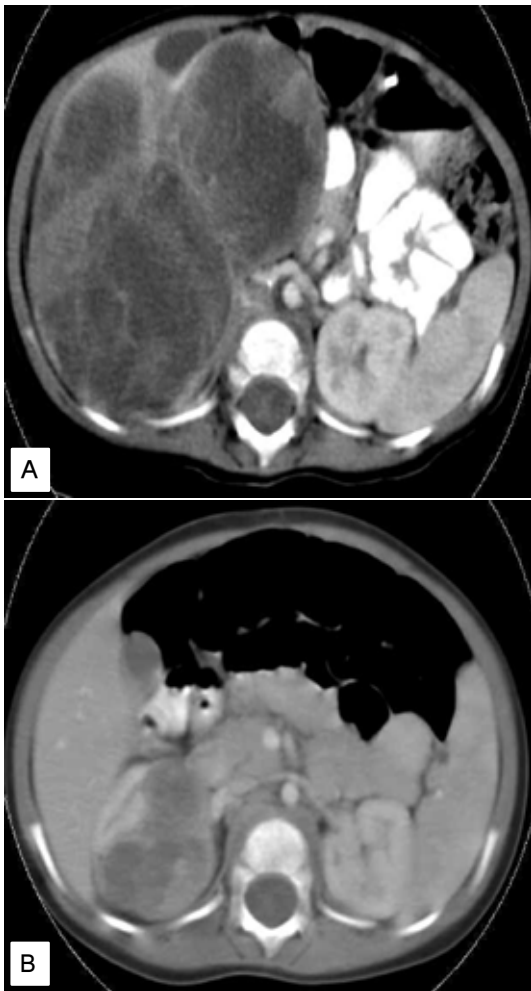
Contrast enhanced CT scan demonstrating the effect of neoadjuvant chemotherapy. Huge right renal mass(A) was markedly reduced(B) after neoadjuvant chemotherapy for 12 weeks.
